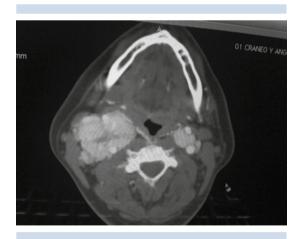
Tomografía computada de cuello con glomus carotídeo derecho de $6.3 \times 5.5 \times 4.2$ cm, clase Shamblin III, y glomus carotídeo izquierdo de $2.7 \times 2.3 \times 2.3$ cm, clase Shamblin II.
